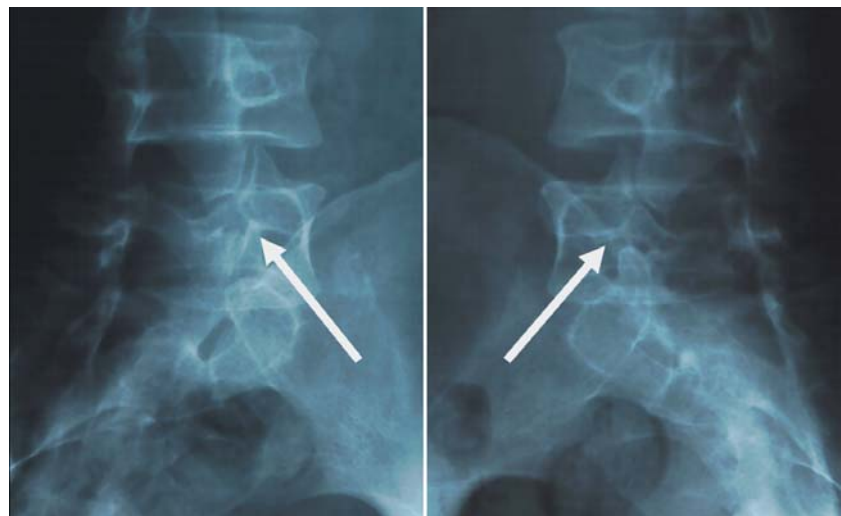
▲ Röntgenbeispiel: Halsbandphänomen (Pfeil) an der Pars interarticularis LWK 5 beidseits bei Spondylolyse
